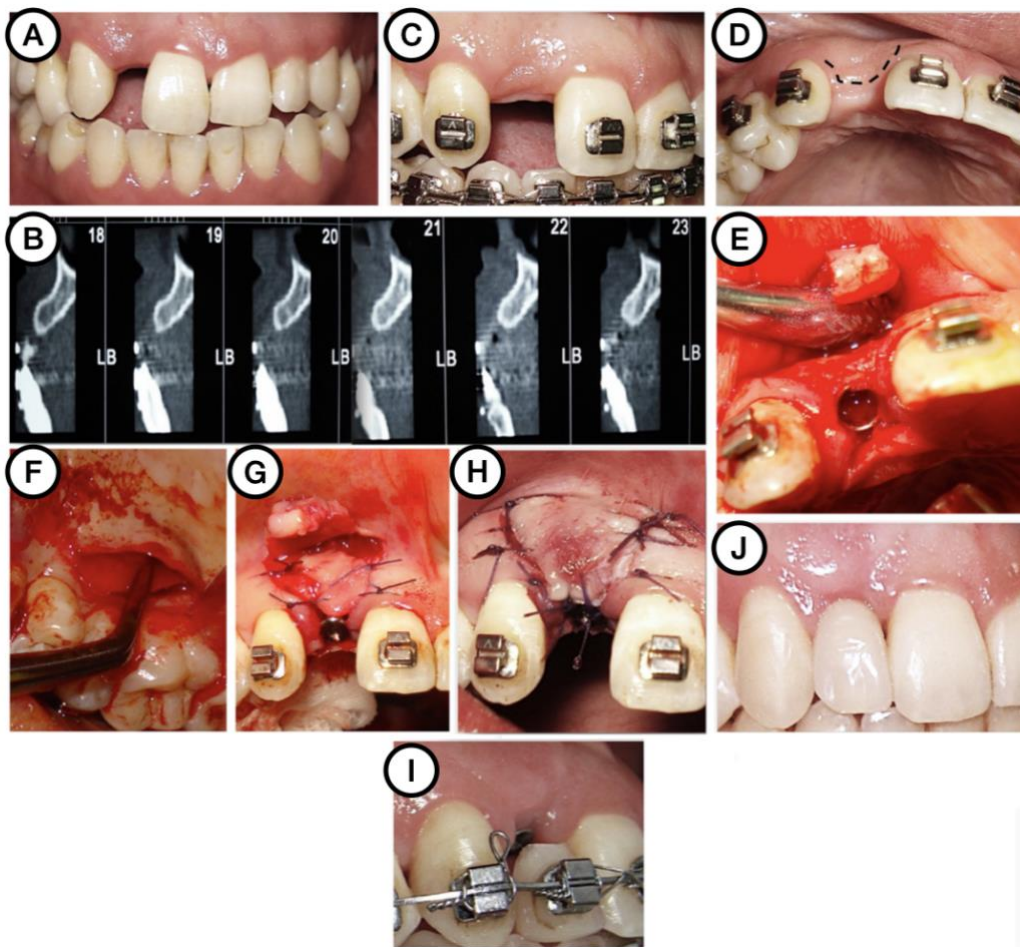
Representação de cirurgia de aumento de tecido mole com retalho de reposicionamento apical em combinação com enxerto de tecido conjuntivo. A) condição intra-oral inicial (incisivo lateral superior direito ausente, com espaço protético mesio-distal insuficiente); B) CBCT que mostra quantidade de osso suficiente; C) controle do espaço protético através de tratamento ortodôntico; D) vista oclusal aparentando falta horizontal de volume de tecido mole no espaço edêntulo; E) após colocação do implante, um retalho de espessura parcial foi descolado com incisões de descarga verticais, tendo sido reposicionado apicalmente; F) um enxerto de tecido conjuntivo foi colhido do palato; G) o enxerto de tecido conjuntivo foi posicionado por vestibular do implante e estabilizado com suturas periosteais; H) sutura do retalho; I) condição intra-oral 3 meses após a cirurgia; J) condição intra-oral 18 meses após a cirurgia e depois do tratamento completo. (Adaptado de Kissa et al., 2017).
